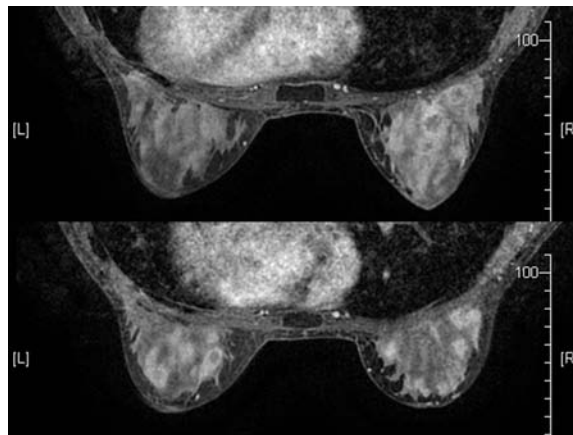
RM de mama, serie axial con contraste. Múltiples áreas de realce nodular sobre los cuatro cuadrantes de ambas mamas, en algunas con realce predominantemente periférico.
